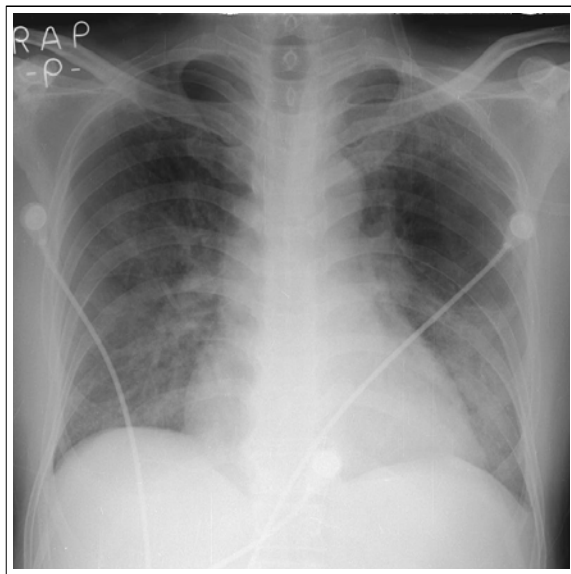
On hospital day 2, the chest radiography reveals improvement of the consolidations in the both lung fields.
